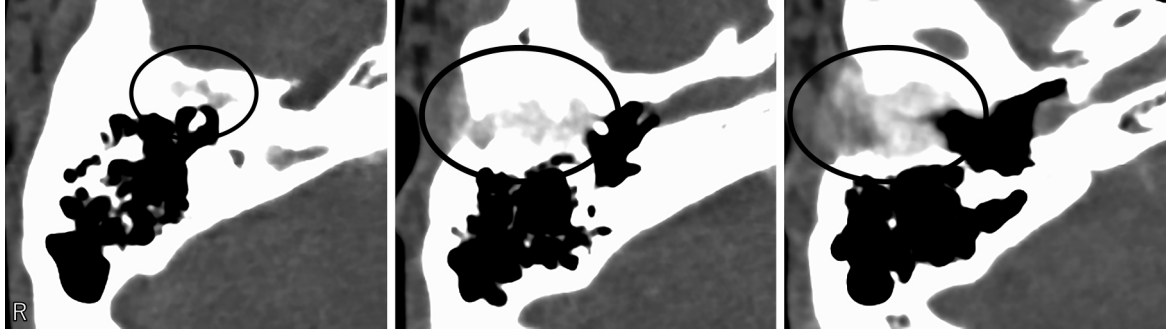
CT cisternography findings.
